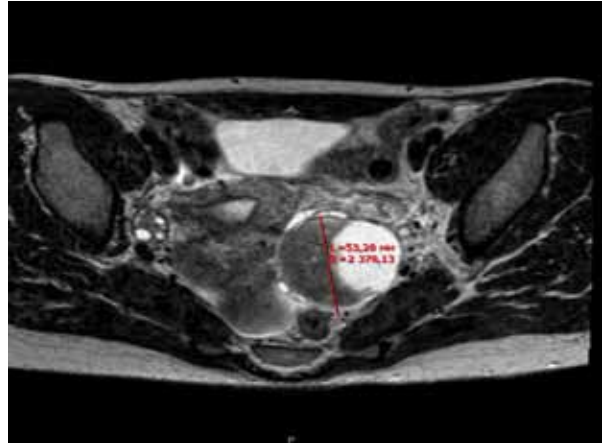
Эндометриоидная киста яичника (МРТ)
